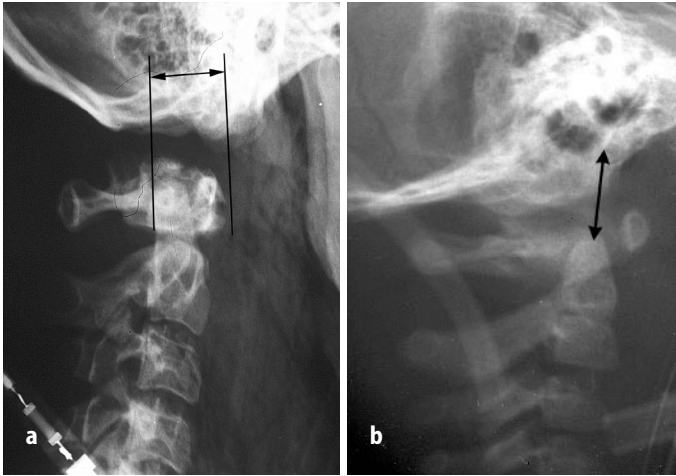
a,b ▲ Röntgenologische Parameter zum Nachweis einer AOD. a Methode nach HARRIS [81]: Einzeichnen der Verlängerung der hinteren Wirbelkörperlinie C2. Das Basion (vordere Begrenzung des Foramen magnum in der seitlichen Ansicht) darf von dieser Linie nicht weniger als 6 und nicht mehr als 12 mm entfernt sein. b Die Spitze des Dens darf ebenfalls nicht mehr als 12 mm vom Basion entfernt sein
